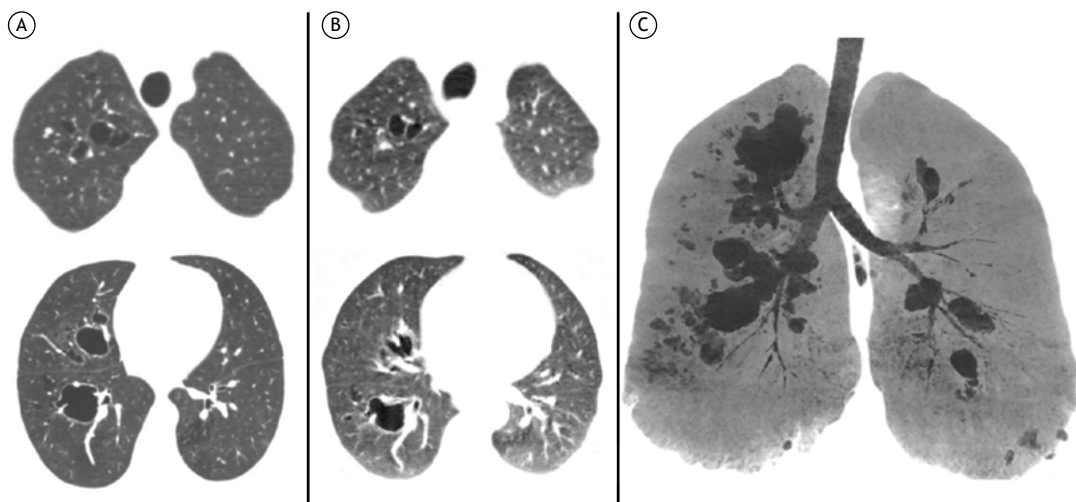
TC axial de tórax durante a inspiração (em A) e a expiração (em B). Nota-se o colapso total ou parcial das vias aéreas durante a expiração. Em C, TC de tórax em plano coronal com projeção de intensidade mínima para melhor visualização das vias aéreas. Notam-se bronquiectasias em ambos os pulmões, afetando brônquios de quarta a sexta ordem. As vias aéreas periféricas e centrais, incluindo a traqueia, os brônquios principais e os brônquios lobares, permanecem inalteradas.
